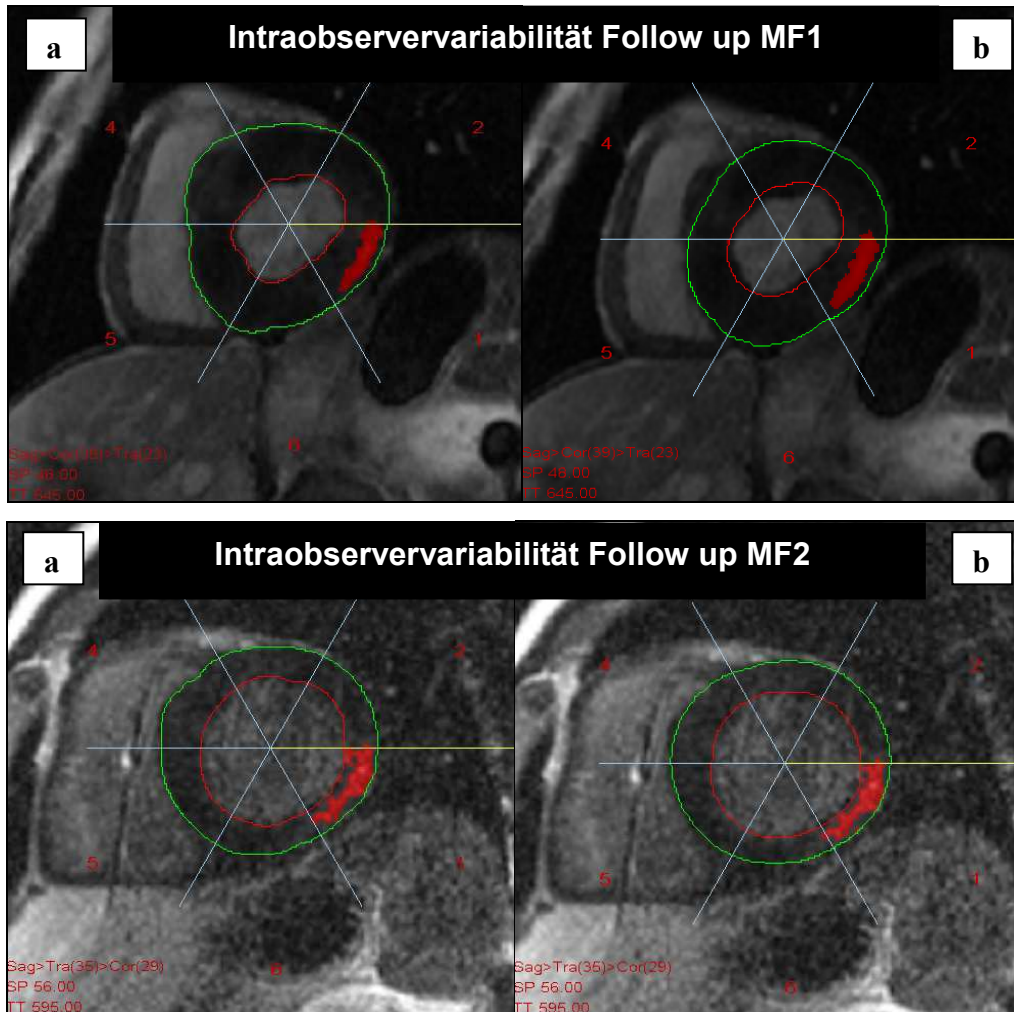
Kurzachsen- LE- MRT- Bilder der Patienten MF1 und MF2. Follow up- Untersuchung. Intraobservervariabilität. a) Erstausswertung. b) Zweitausswertung.
